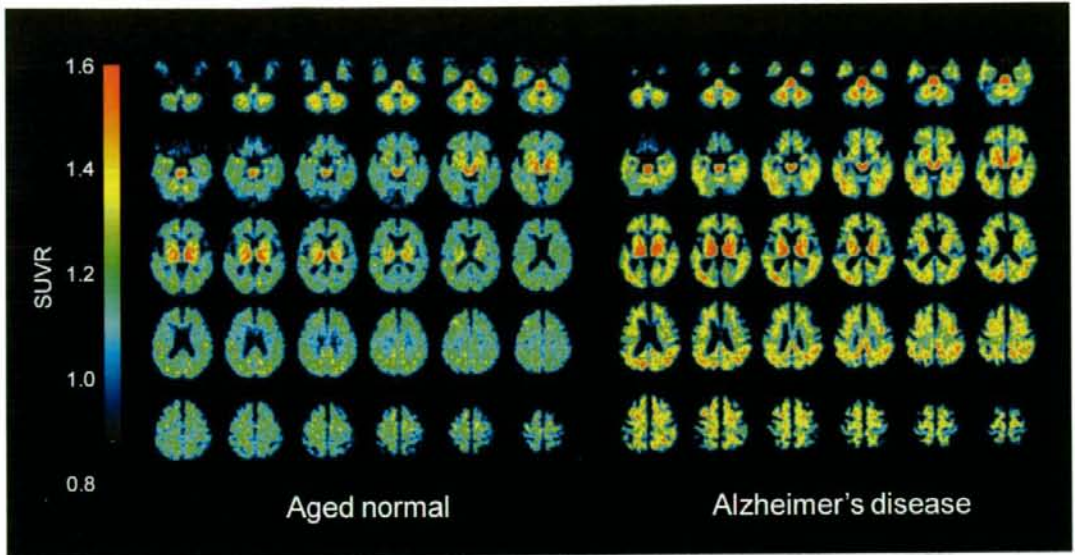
健常高齢者 (Aged normal)、アルツハイマー病患者 (Alzheimer's disease) の ^{18}F FACT PET 画像 (投与後 10-30 分の SUVR 画像)
